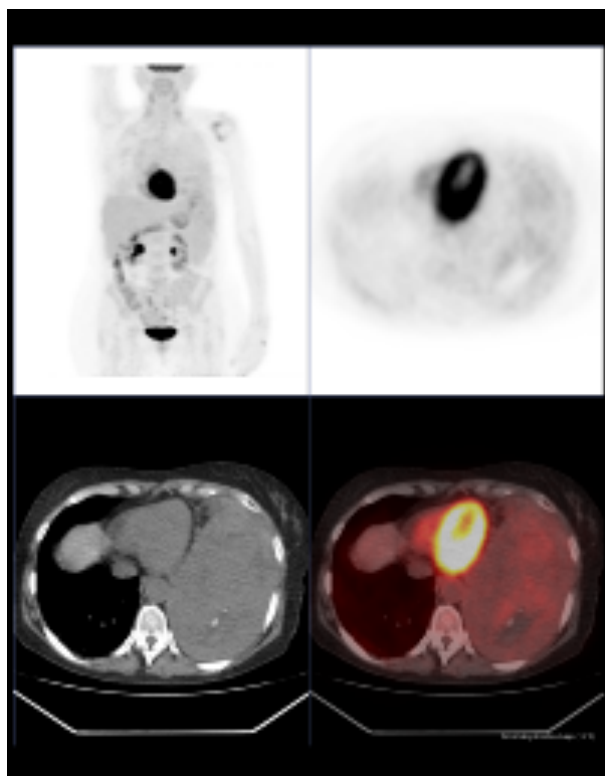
Corte axial, coronal y sagital de <sup>18</sup>F-FDG-PET/TC que muestra voluminosa masa en el hemitórax izquierdo con captación discreta e irregular del radiofármaco y un área de mayor captación en su región caudal (SUVmax = 4.3). Densidad heterogénea con áreas calcificadas. Además invasión del espacio prevascular e hilar homolateral.
